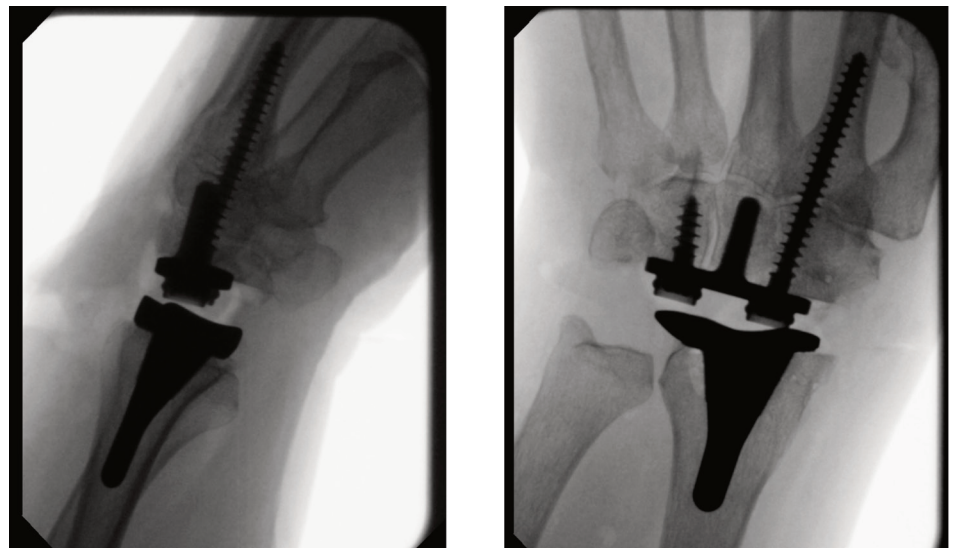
Radiografía postoperatoria de una prótesis total de muñeca Freedom® (Integra).
